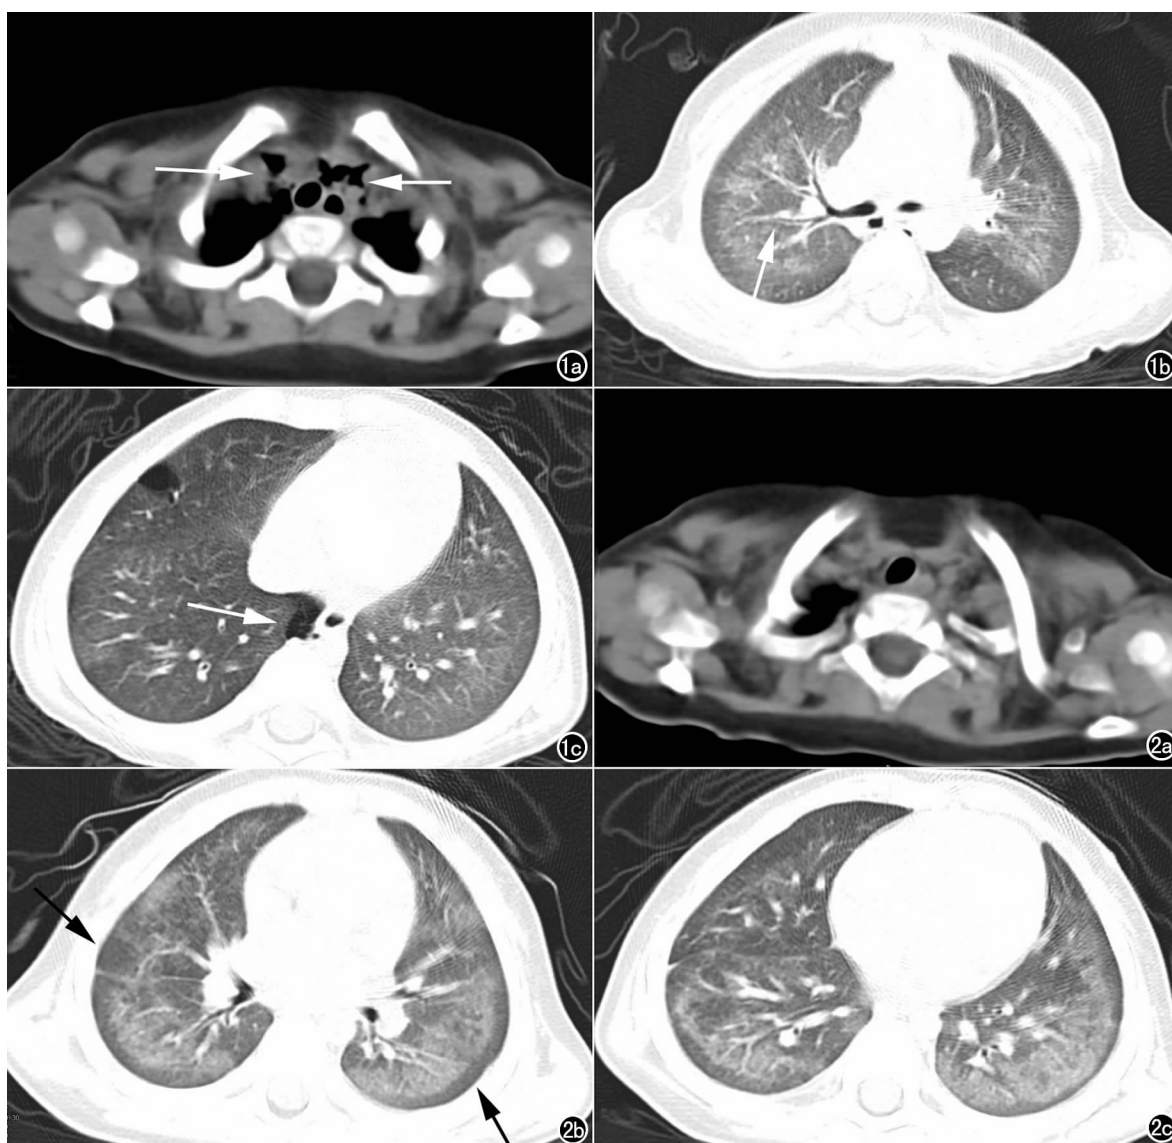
a) 治疗前胸部 CT 平扫轴面像纵隔窗示胸廓入口水平软组织内气体密度影(箭); b) 胸部 CT 平扫肺窗示双肺弥漫性磨玻璃密度影,右肺中叶及下叶支气管管壁增厚(箭),双肺小叶间隔增厚,双肺间质气肿; c) 胸部 CT 平扫肺窗示右肺中叶局限气肿,纵隔内积气(箭)。图 2 a) 治疗后胸部 CT 平扫轴面像纵隔窗示原胸廓入口水平软组织内气体密度影吸收消散; b) 胸部 CT 平扫肺窗示双肺纹理增重,弥漫性磨玻璃密度影,胸膜下弧形线明显,小叶间隔增厚,周边肺气肿较前明显(箭),双侧支气管管壁仍增厚; c) 胸部 CT 平扫肺窗示原右肺中叶局限气肿及纵隔内积气吸收消散。
